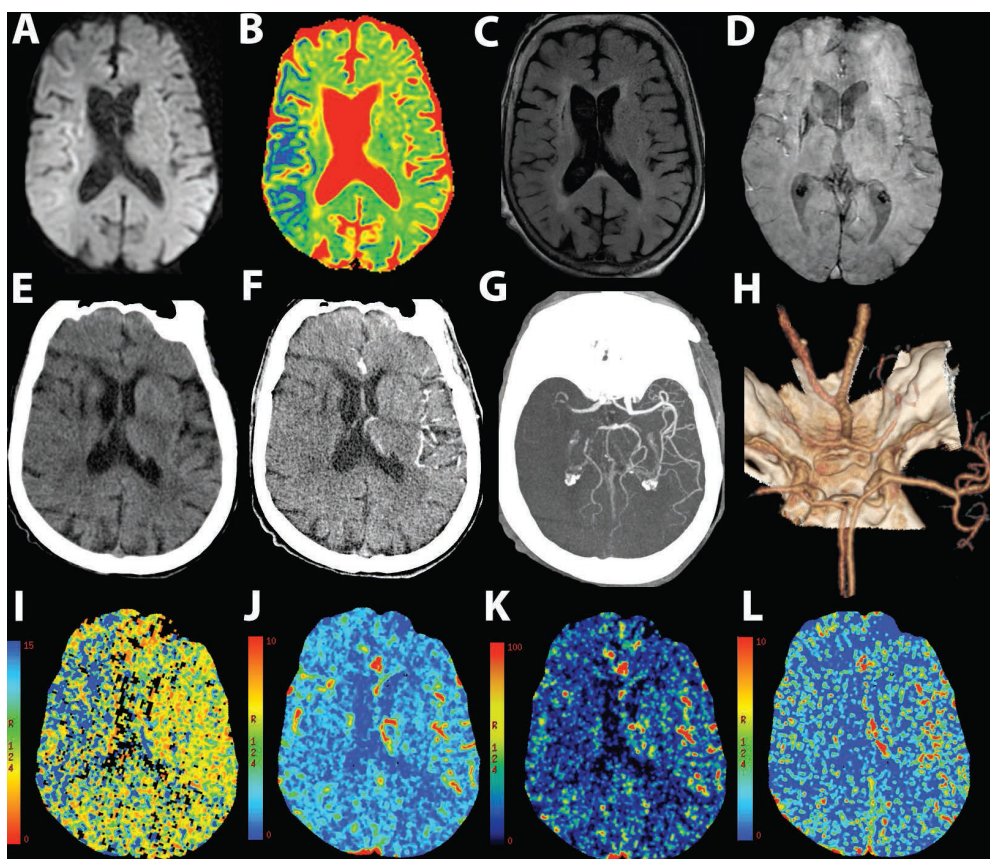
Клинический случай 2. Данные нейровизуализации при поступлении. А–D. Магнитно-резонансная томография (МРТ): А. МРТ в режиме диффузионно-взвешенных изображений (DWI). В. Карта измеряемого коэффициента диффузии (ADC). С. МРТ в режиме инверсии-восстановления с ослаблением сигнала от жидкости (FLAIR). D. Ангиограмма в режиме изображений, взвешенных по чувствительности (SWAN). Е–L. Компьютерные томограммы (КТ): Е. КТ-снимок без контраста. F. Исходные КТА-снимки (CTAS). G. Проекция максимальной интенсивности (КТА-снимок). H. Объемная визуализация (КТА-снимок). I–L. Перфузионная КТ: I. Карта среднего времени прохождения крови (MTT). J. Карта объема церебральной крови (CBV). K. Карта мозгового кровотока (CBF). L. Карты произведения проницаемости и площади поверхности (PS)
